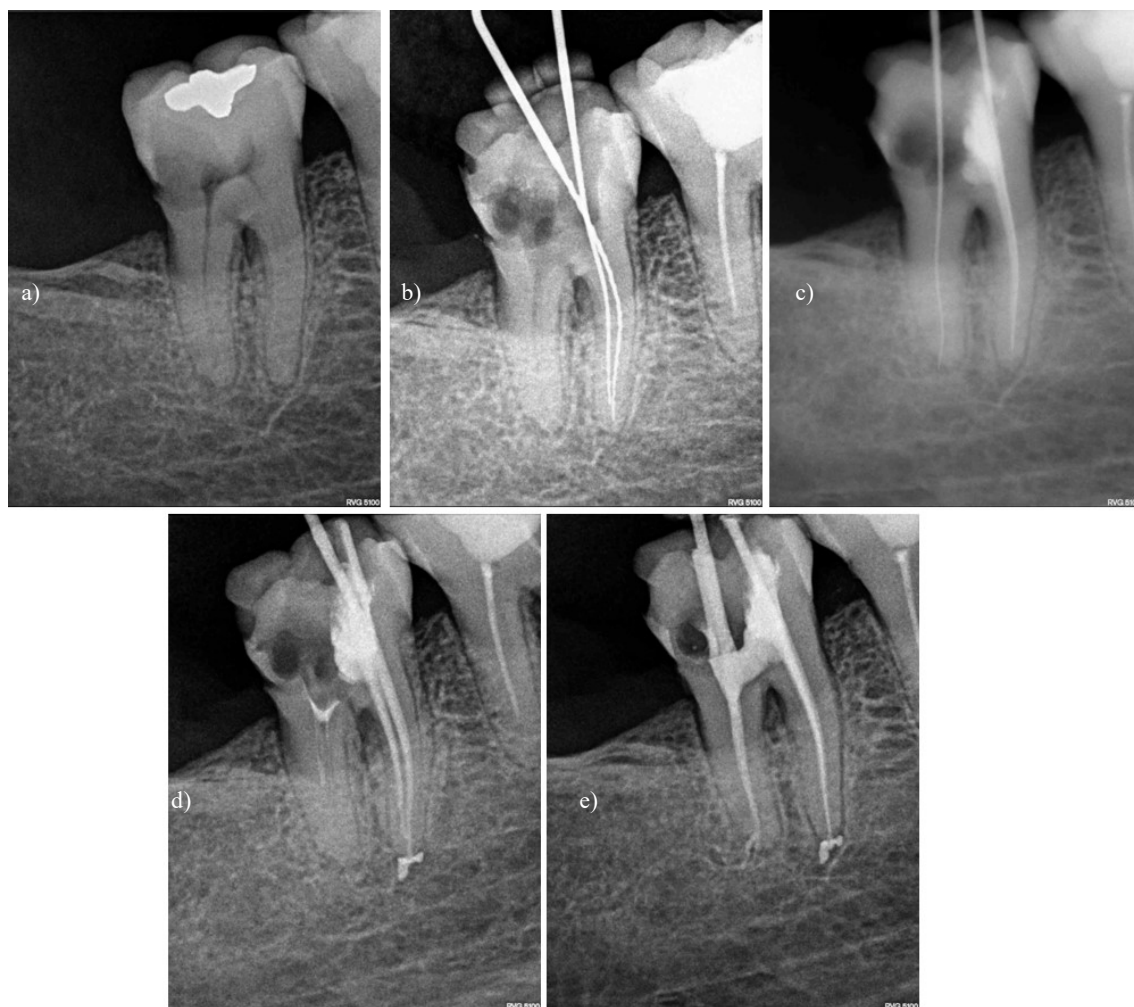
Desvitalização dente 47: a) Raio X inicial; b) CT canais mesiais (MV e ML); c) CT canal Distal e rectificação canal ML; d) Raio X após obturação com gutta percha canais mesiais; e) Raio X após obturação dos canais mesiais e distal
